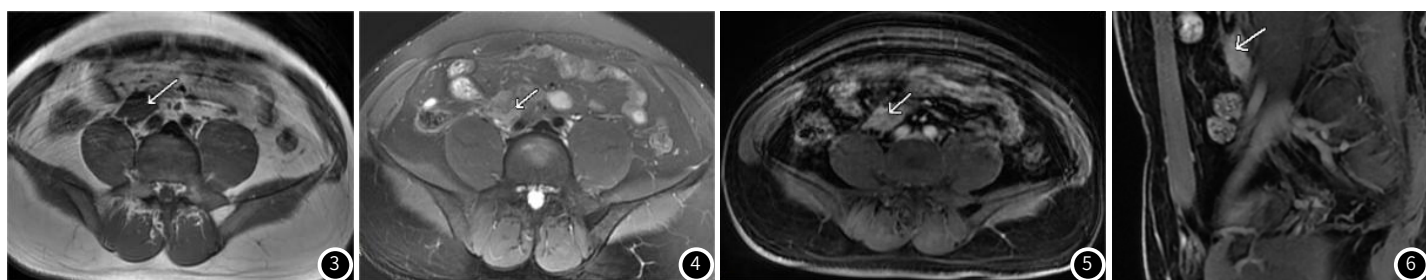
图4 MRI T1WI, T2WI图像。图5-图6 MRI增强图像。
